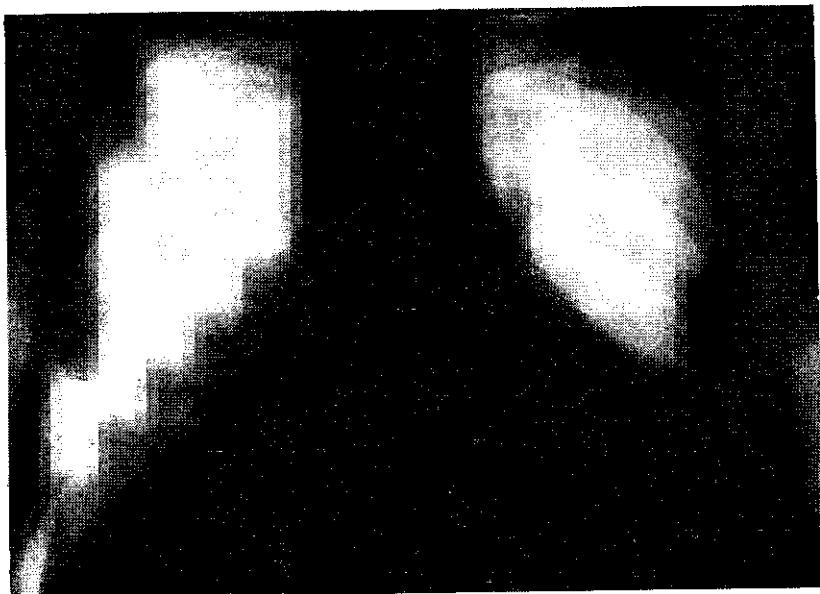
Рентгенограммы больной П., 76 лет.
